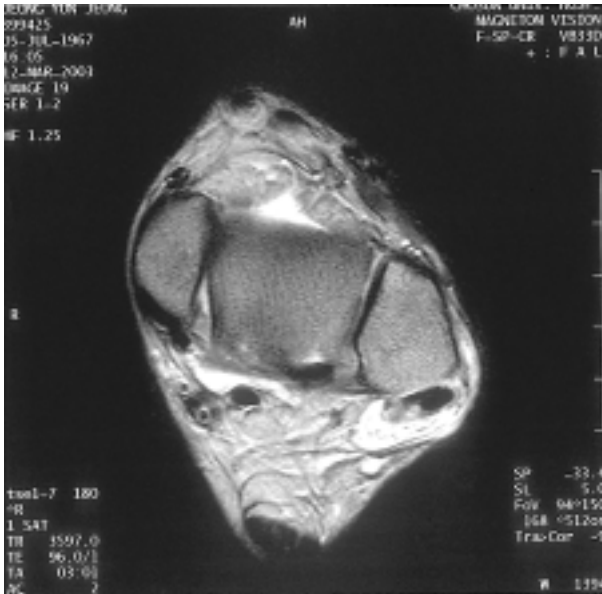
Preoperative T2 weighted MR imaging in the left ankle shows high signal density surrounding peroneal tendon.
